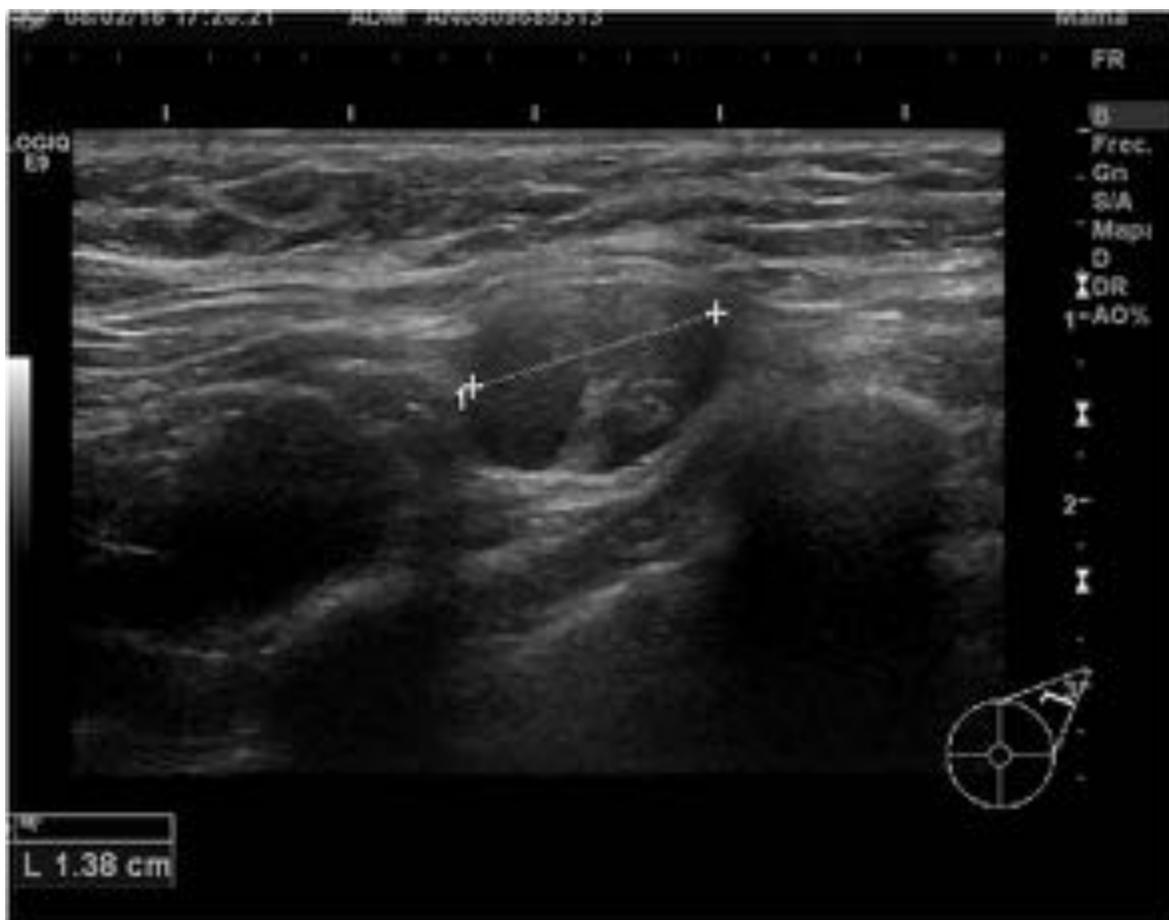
Ecografía de segunda mirada: adenopatía sospechosa de malignidad
